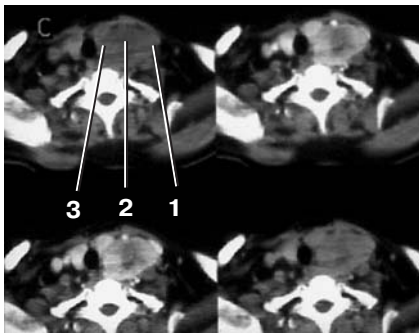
Атипичная параганглиома. Динамическая КТ на одном уровне. Скан в нативную фазу. В надключичной области слева определяется образование (1) округлой формы, мягкотканной плотности (40 ед.Н). В центре его участок (2) пониженной плотности (20 ед.Н). Образование прилежит к щитовидной железе (3) и смещает трахею. Другие три скана последовательно в артериальную, венозную и отсроченную фазы.
